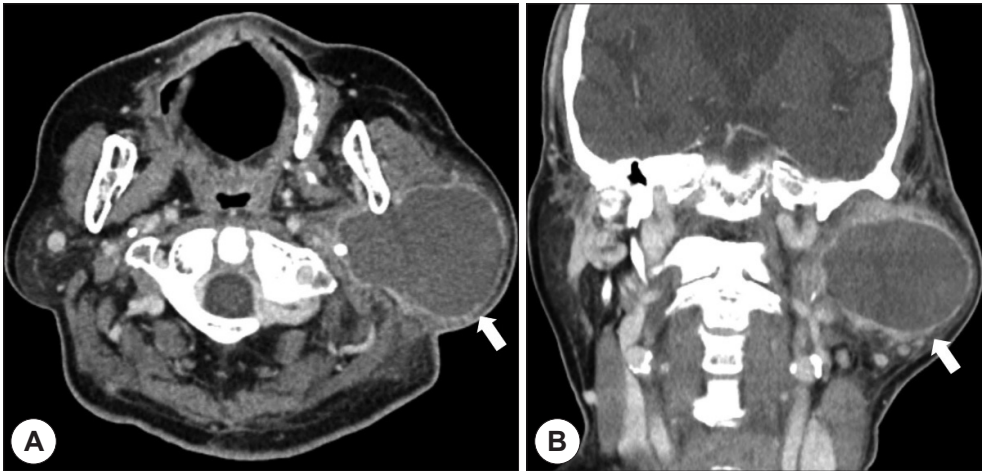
Followed enhanced CT scan of axial (A) and coronal (B) image shows the 6.7×5.1×5.3 cm sized large cystic mass with peripheral enhancement (white arrow). The tumor occupies most of the parotid space, and it attaches the styloid process inward.
